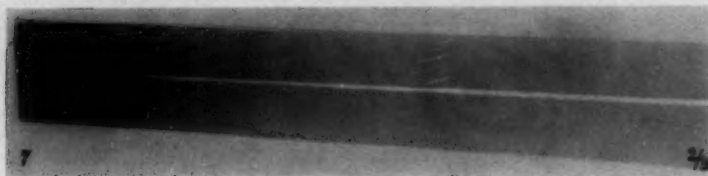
Röntgenaufnahme des Stabes ohne Streustrahlenblende.
